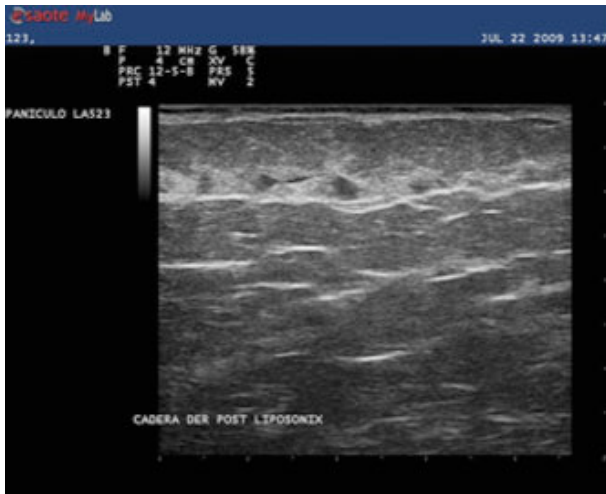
HALLAZGOS ECOGRÁFICOS POST ULTRASONIDOS FOCALIZADOS
